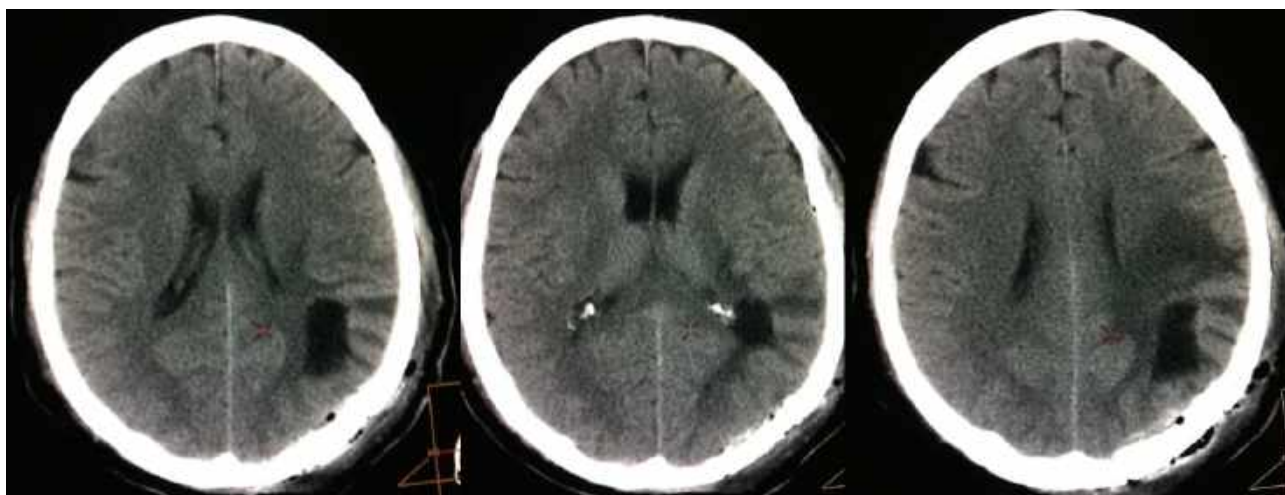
Післяопераційна КТ головного мозку. Кавернома видалена тотально (спостереження №100, хворий Ч-3, історія хвороби №28565).
